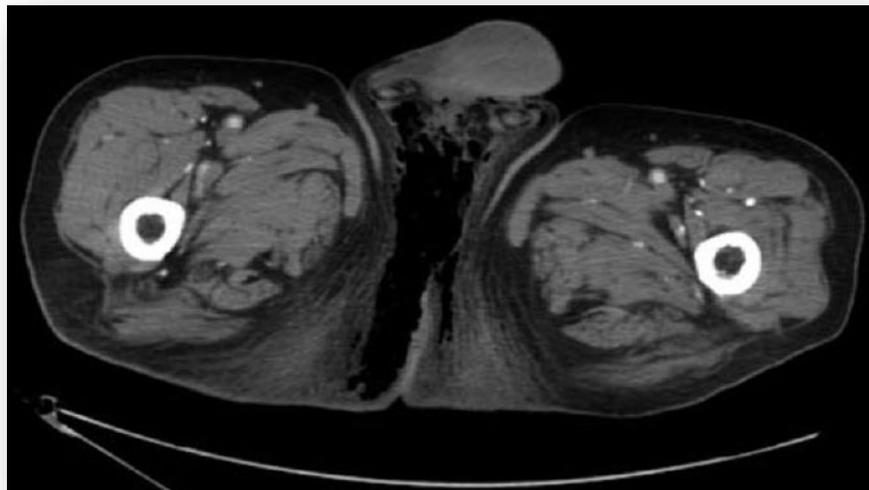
Corte axial de tomografía computarizada donde se evidencia una gran acumulación de gas intersticial en la zona perineal, que abarca la raíz del pene y se extiende a la zona perianal.
